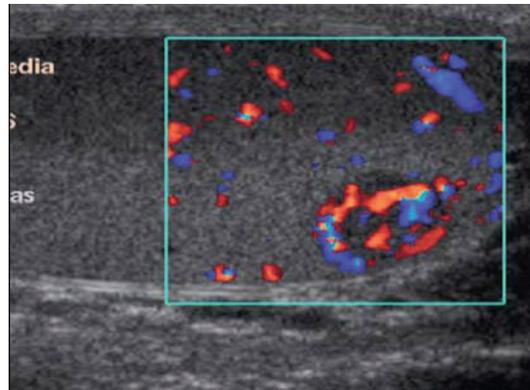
Seminoma. Lesione di 2 cm circa di grandezza, ipervascularizzata al color-Doppler
